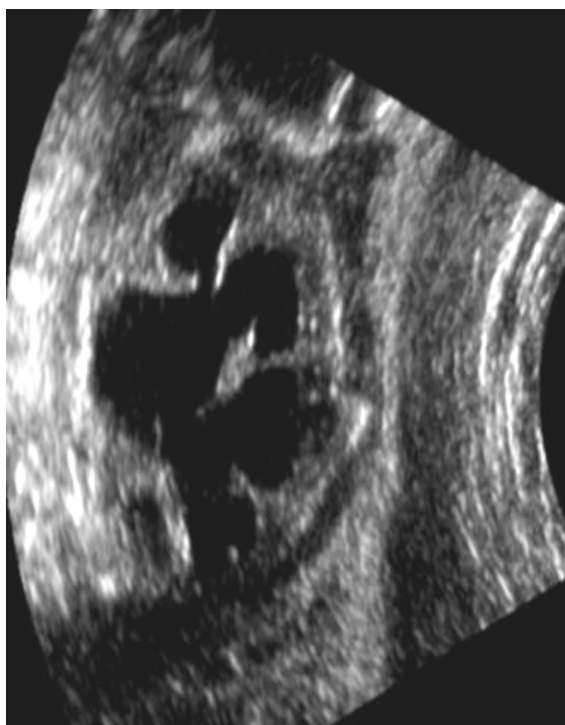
Ecografia: Idrouretronefrosi bilaterale (33 settimane). Sezione
